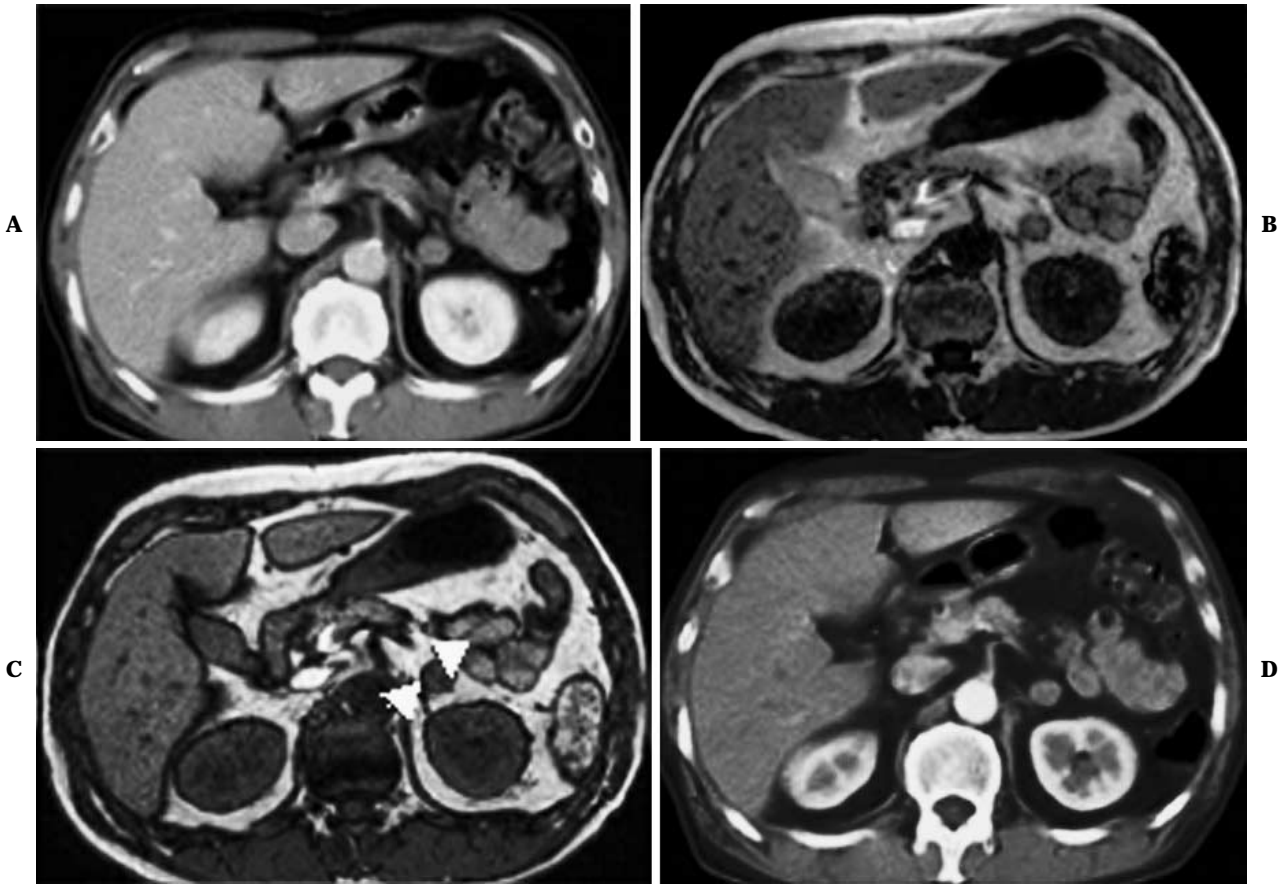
63-year-old male with adenocarcinoma. A. Contrast-enhanced CT demonstrates swelling of left adrenal gland. Adrenal gland is homogeneously enhanced and metastasis from lung cancer is suspected. B. On abdominal in-phase gradient echo image, left adrenal mass shows enlargement and medium signal intensity. C. On abdominal opposed-phase gradient echo image, signal suppression (arrow head) due to fat component within the enlarged left adrenal gland is observed, and diagnosed as adenoma. D. On follow-up contrast-enhanced CT, thoracotomy after 1 year of demonstrates enlarged left adrenal gland. The size has not changed (Ohno Y, Sugimura K, Hatabu H. MR imaging of lung cancer. *Eur J Radiol.* 2002; 44:172-181 より許可を得て転載)
